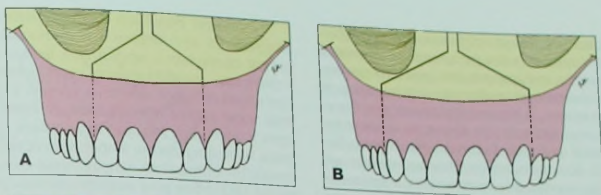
Сегментарная остеотомия на верхней челюсти может проводиться в разных участках. Наиболее распространенной является трехсегментарная остеотомия по Le Fort I либо между боковыми резцами и клыками (А), либо между клыками и первыми премолярами (В). На рисунке представлены приблизительные зоны межзубной остеотомии (вид спереди), выше нанесено расположение линии, по которой осуществляется отделение верхней челюсти с ее последующим смещением вниз. Необходимо отметить, что слизистая оболочка неба должна быть сохранена для поддержания адекватной перфузии верхней челюсти и зубного ряда. С. После сегментарной остеотомии между боковыми резцами и клыками с жесткой внутренней фиксации.
